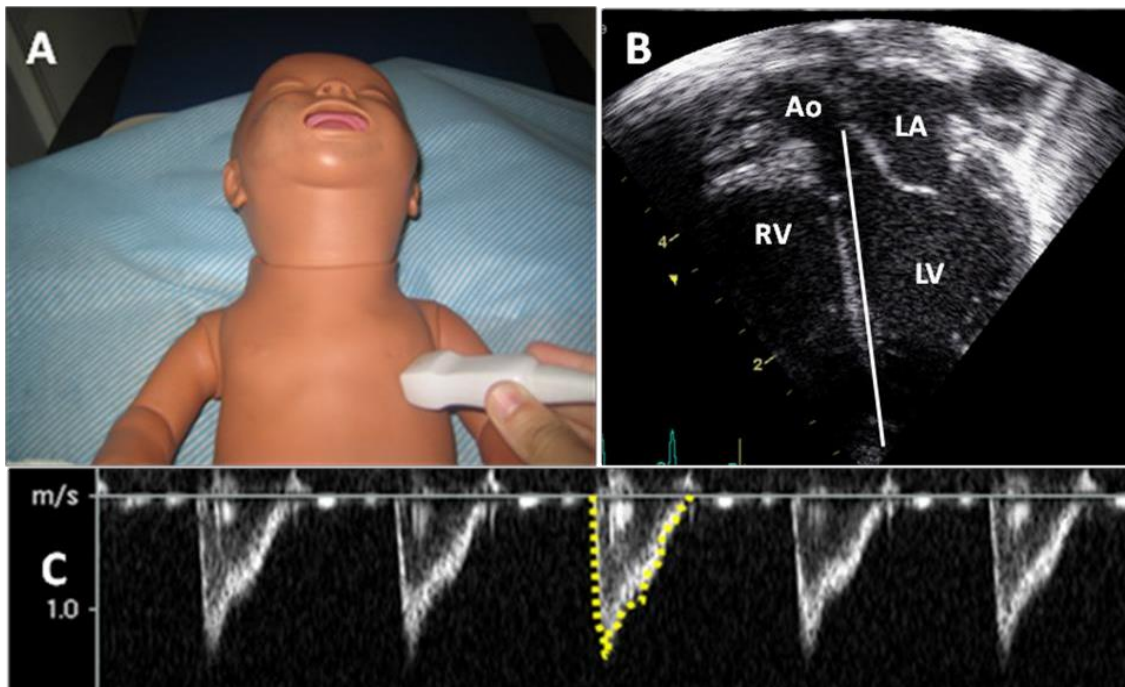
Ventana apical para realizar el cálculo del gasto cardiaco izquierdo. A. Posición del transductor. B. Colocación del doppler pulsado a través de la válvula aórtica. C. Medición del área para VTI.
